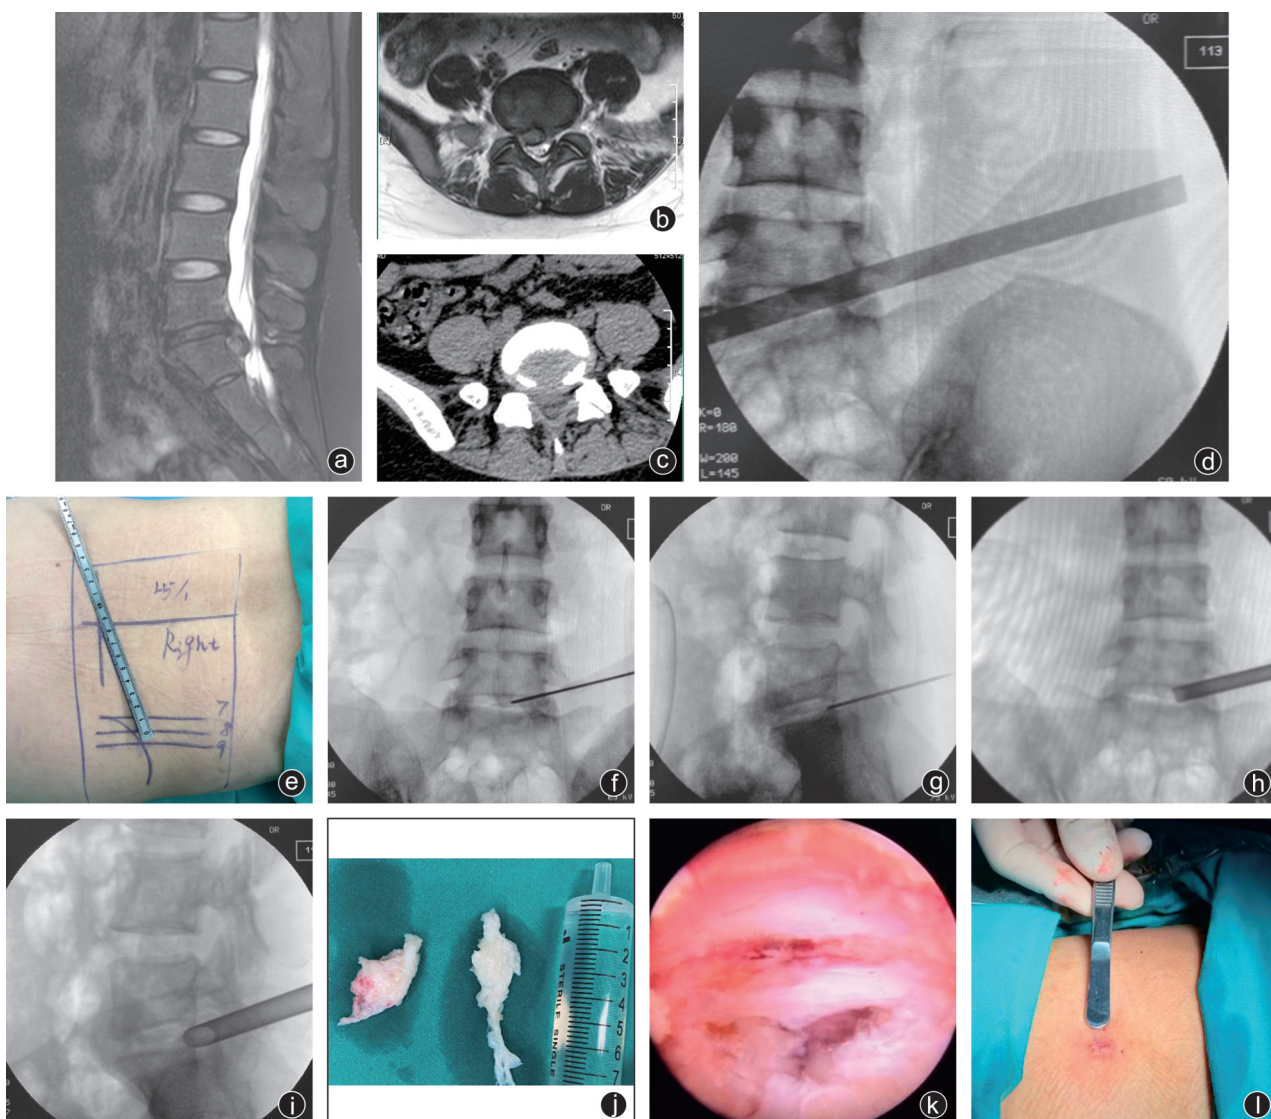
病人,女,30岁,术前影像、术中定位及手术操作 a~c: MRI、CT示右侧L₅/S₁巨大椎间盘突出,Zone 4型;d、e:体表定位;f~i:靶向穿刺建立通道;j:顺利取出脱出的椎间盘;k:术中见神经根已松解;l:术后切口行皮内缝合
